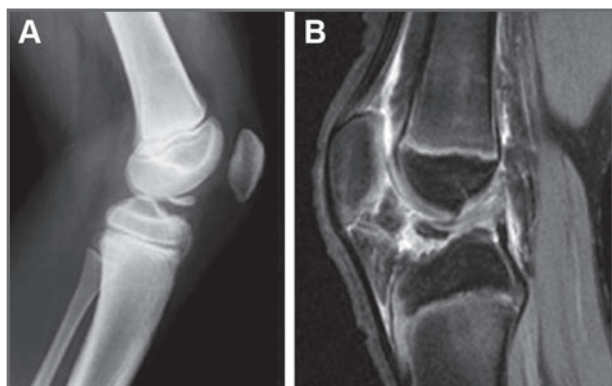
A. Rx lateral de la rodilla en la que se aprecia la fractura de la espina tibial anterior de tipo IIIA. B. RM que muestra la fractura de la espina tibial anterior de tipo IIIA sobre una pseudoartrosis previa.
